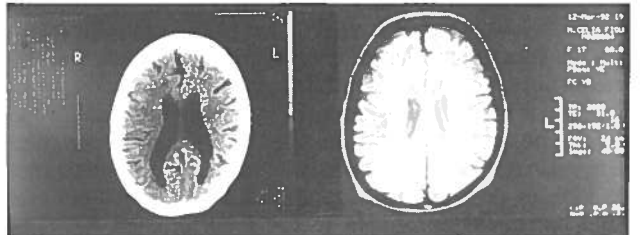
Para além da lesão isquémica parietal esquerda já patente na TAC (à esquerda), a RMN (à direita) revelou múltiplas lesões isquémicas da substância branca profunda (doente nº4).
